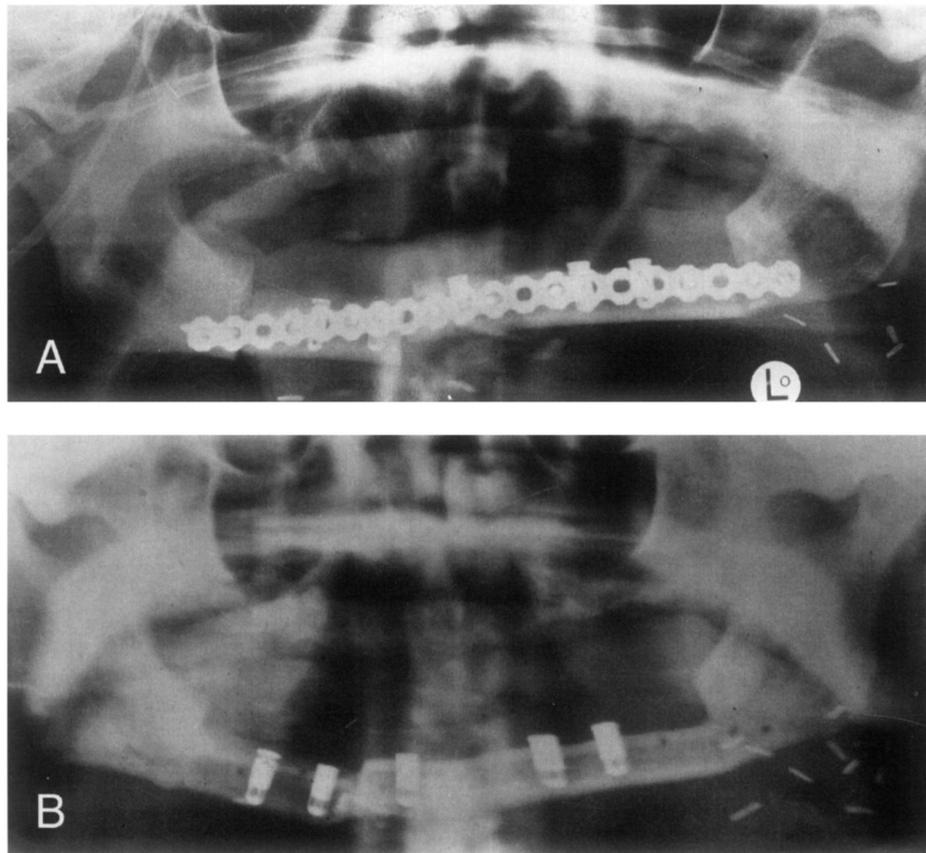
Radiografia panorâmica mostrando enxerto vascularizado imediato de fíbula, imobilizado com placa de reconstrução de 2.7 mm e colocação imediata de implantes (POGREL *et al.*, 1997).
